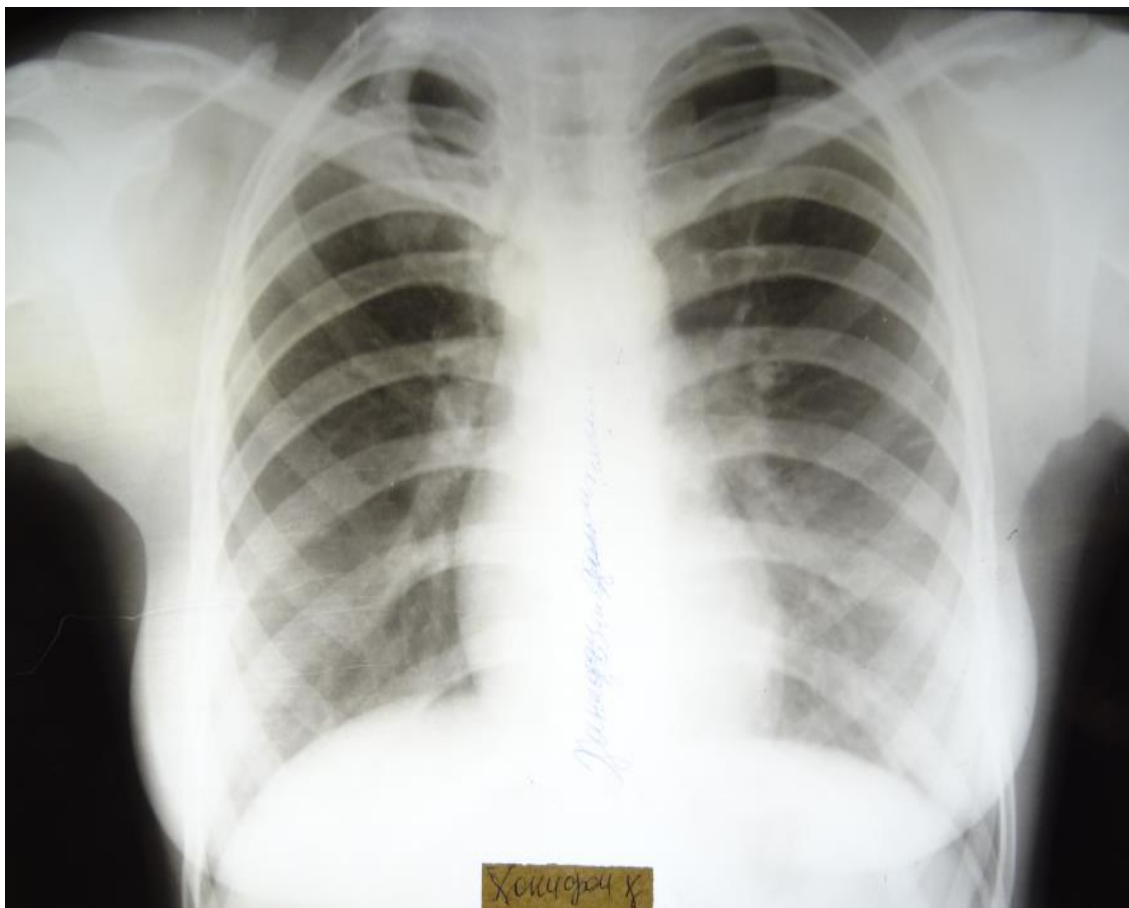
Рентгенограмма больной X. от 03.01.2005.
